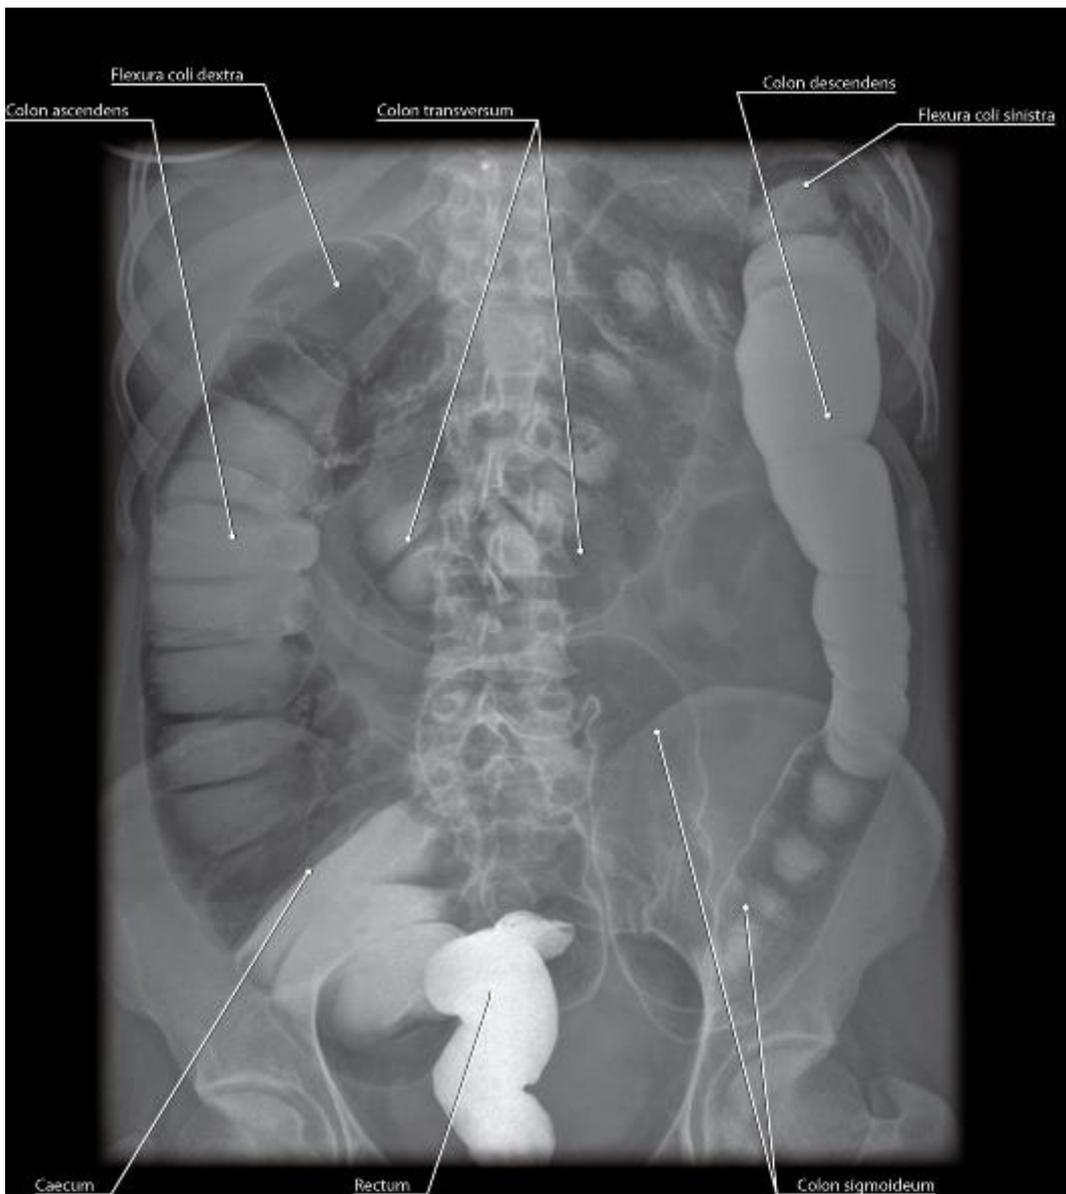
Рентгенограмма ободочной кишки после контрастирования бариевой взвесью. Прямая проекция
